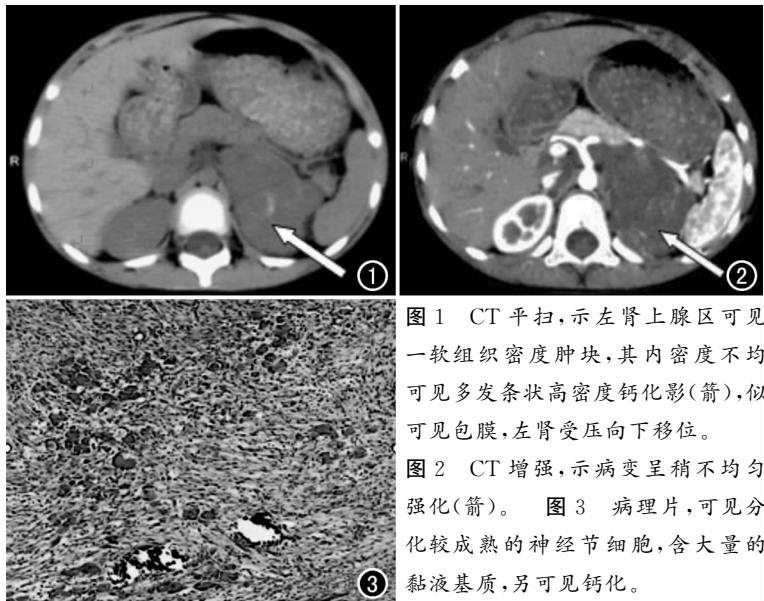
CT平扫,示左肾上腺区可见一软组织密度肿块,其内密度不均可见多发条状高密度钙化影(箭),似可见包膜,左肾受压向下移位。
